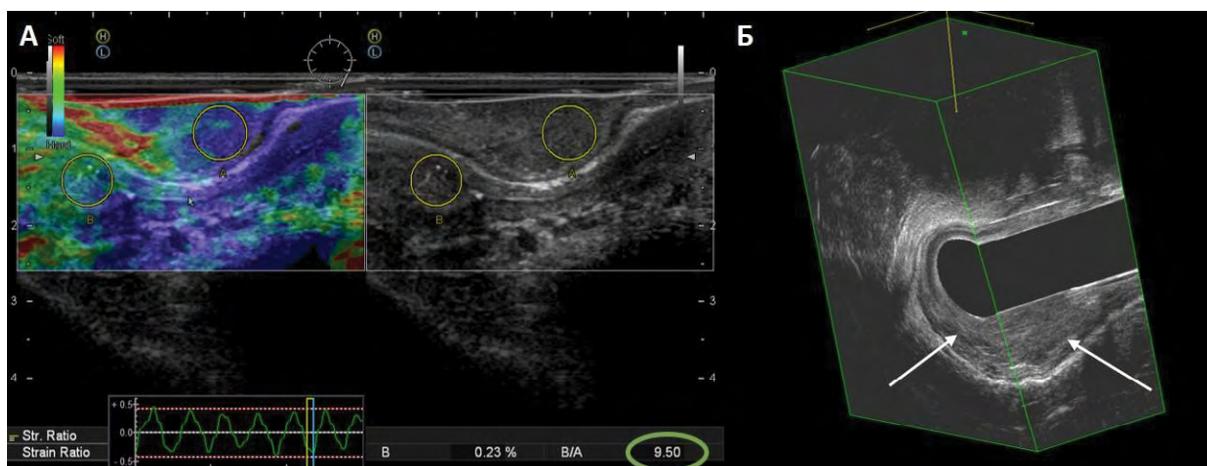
Echogram of in situ adenocarcinoma. A – ERUS with strain elastography. B-mode image is presented on the right side of the ultrasonogram, on the left side is an elastogram with a color chart, a compression graph and a deformation scale. The yellow figures highlight the zones of interest (A) and comparisons (B). In the lower right corner is the stiffness coefficient. B – 3D reconstruction of the tumor image (arrows).
